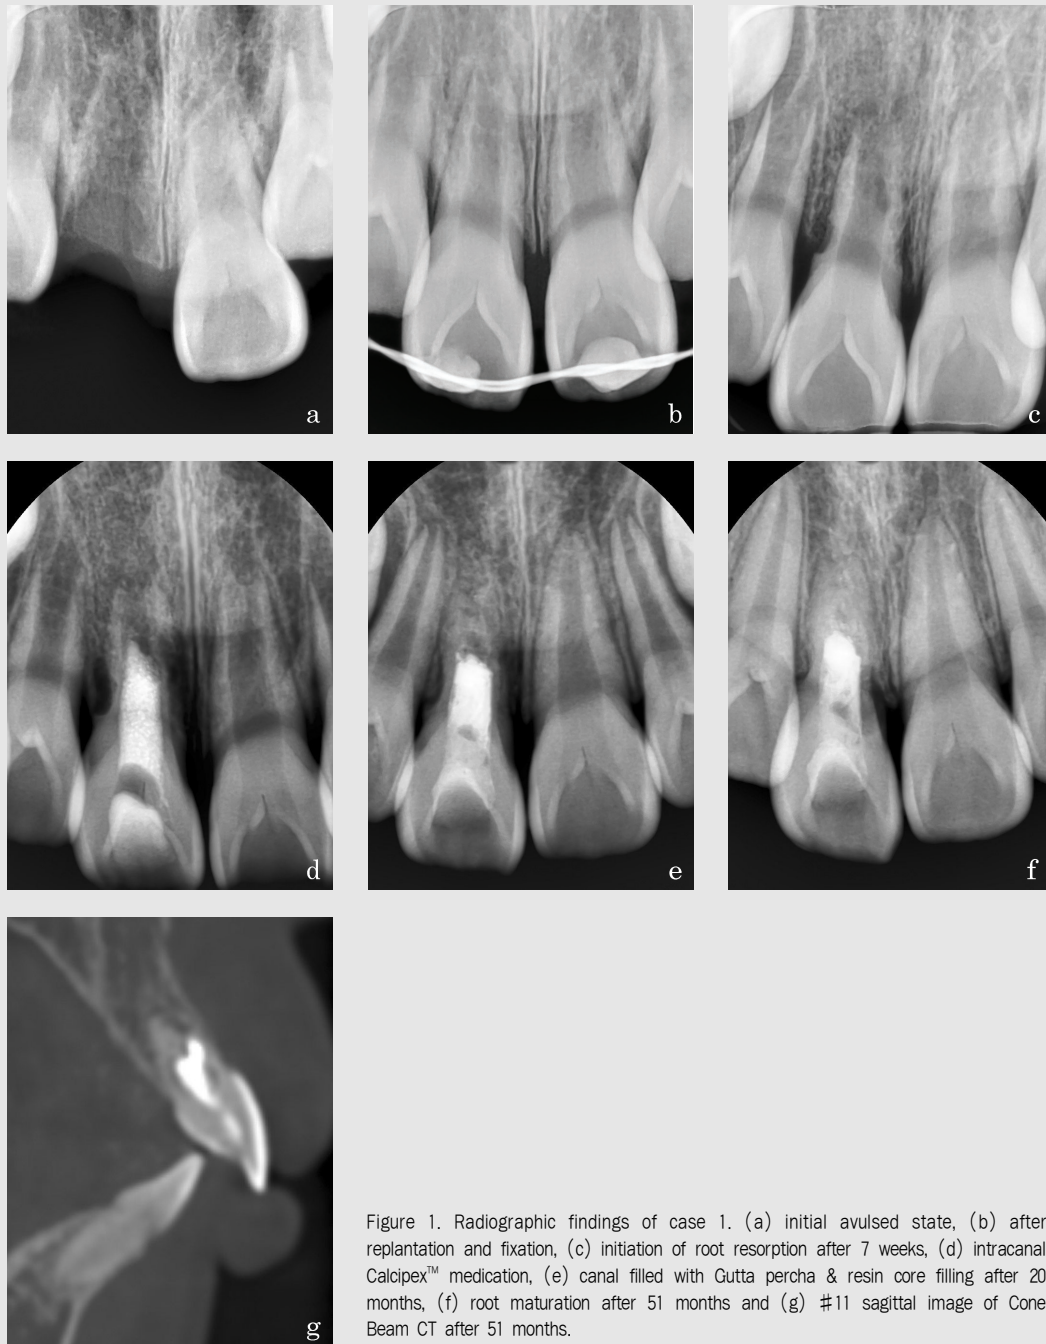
Radiographic findings of case 1. (a) initial avulsed state, (b) after replantation and fixation, (c) initiation of root resorption after 7 weeks, (d) intracanal Calcipex™ medication, (e) canal filled with Gutta percha & resin core filling after 20 months, (f) root maturation after 51 months and (g) #11 sagittal image of Cone Beam CT after 51 months.
